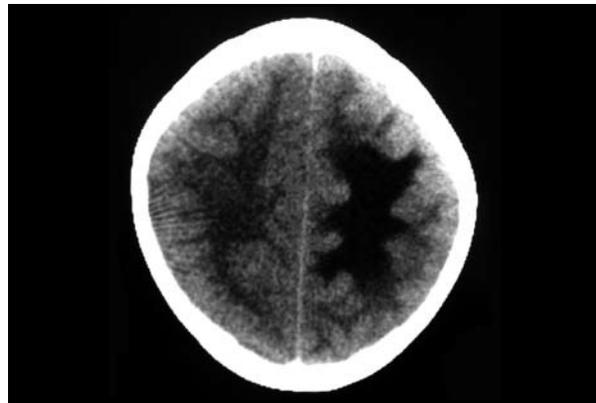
TAC simple con hipodensidad irregular que compromete principalmente a la sustancia blanca en región parietal izquierda, que sugiere zona de malacia de aspecto inespecífico sin precisar estadio clínico-radiológico.
